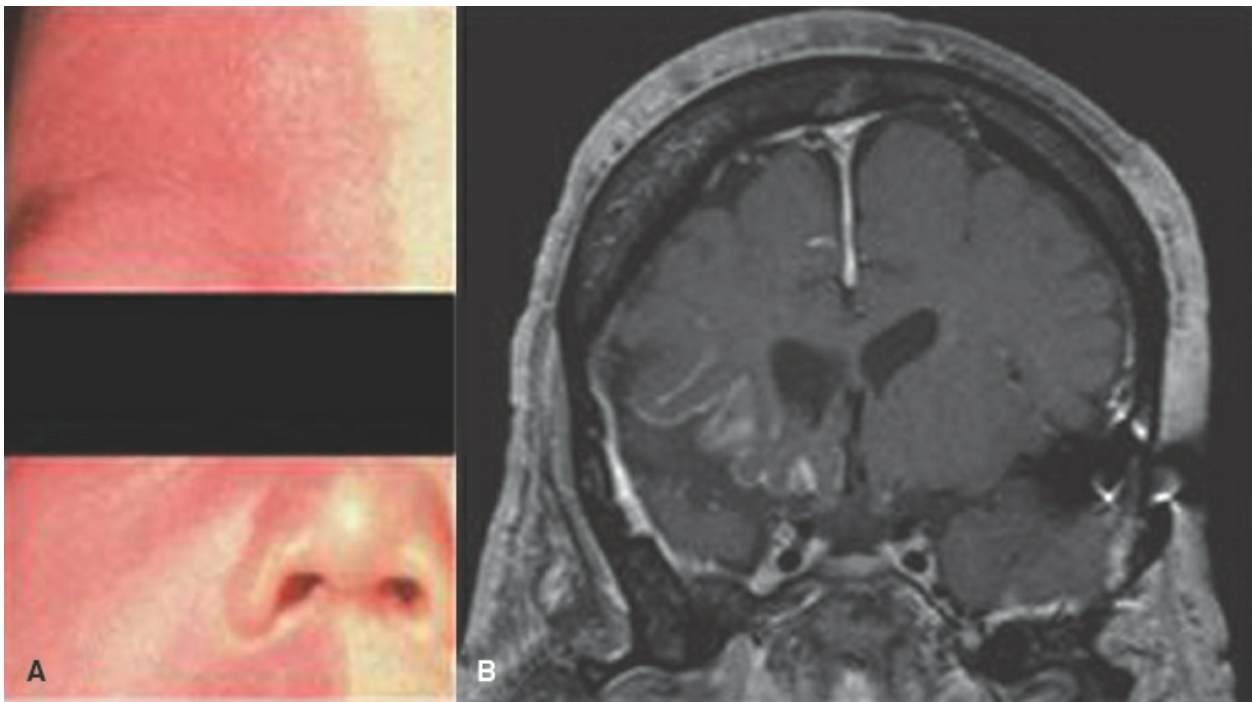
A. Cortesía del Dr. David Rothner. B. Corte coronal de resonancia magnética nuclear ponderada en T1, sin contraste.
